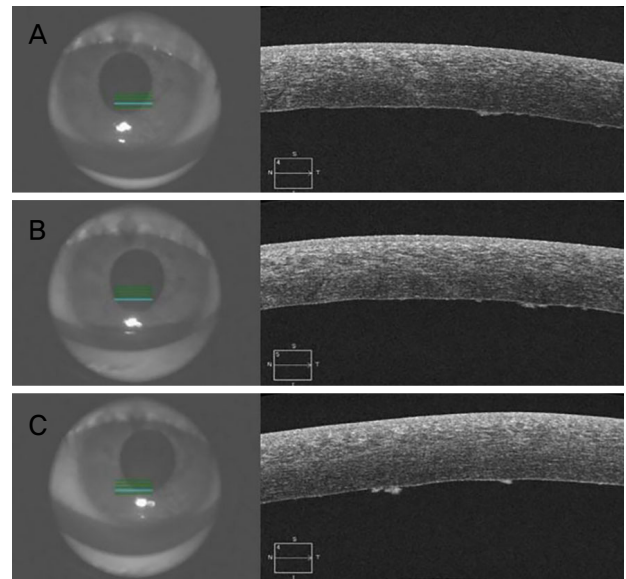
Anterior segment optical coherence tomography images of the cornea in the left eye with chemical injury at the initial presentation. (A-C) showing high density of endothelium layer, swelling of multiple endothelial cells.
